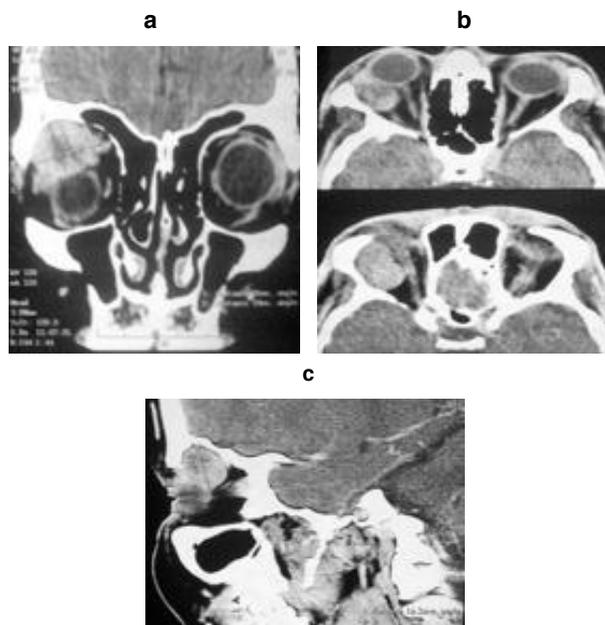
TDM : tumeur de l'angle supéro-externe de l'orbite prenant le contraste de façon hétérogène refoulant le nerf optique et le muscle latéral (b).
